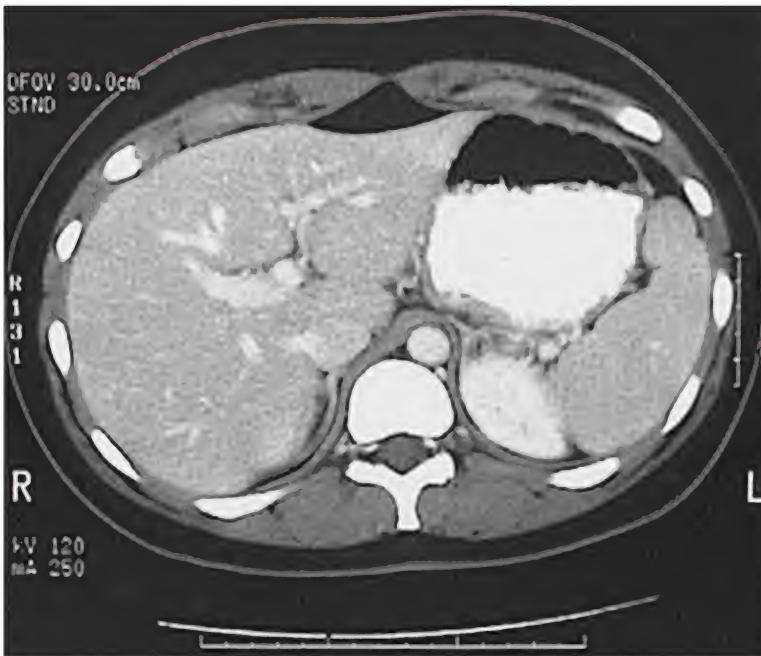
Bazo normal, tomografía computarizada
